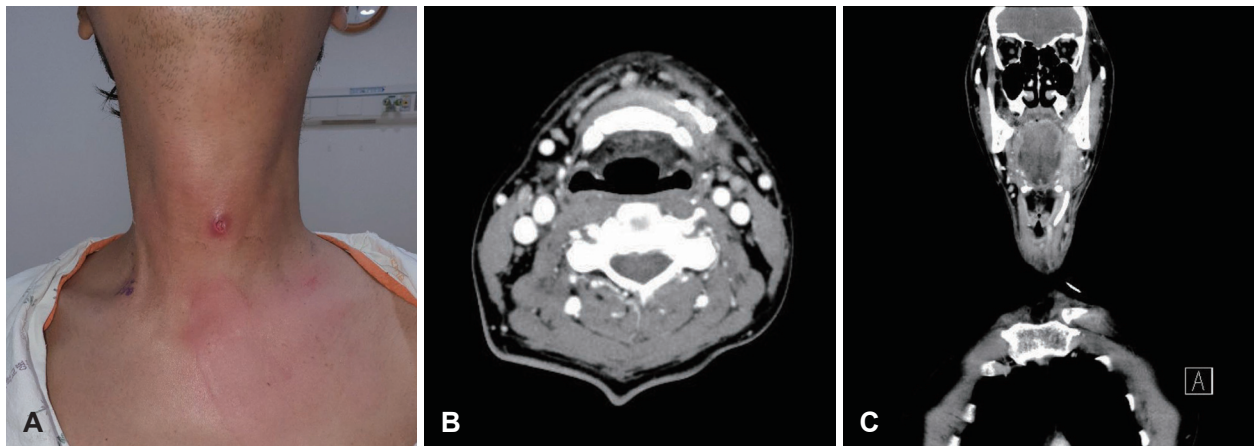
Physical examination and neck CT show well-healed deep neck space abscess. A: Physical examination after the removal of catheter. B and C: Abscess cavity disappears in axial view (B) and coronal view (C) of neck CT scan.
